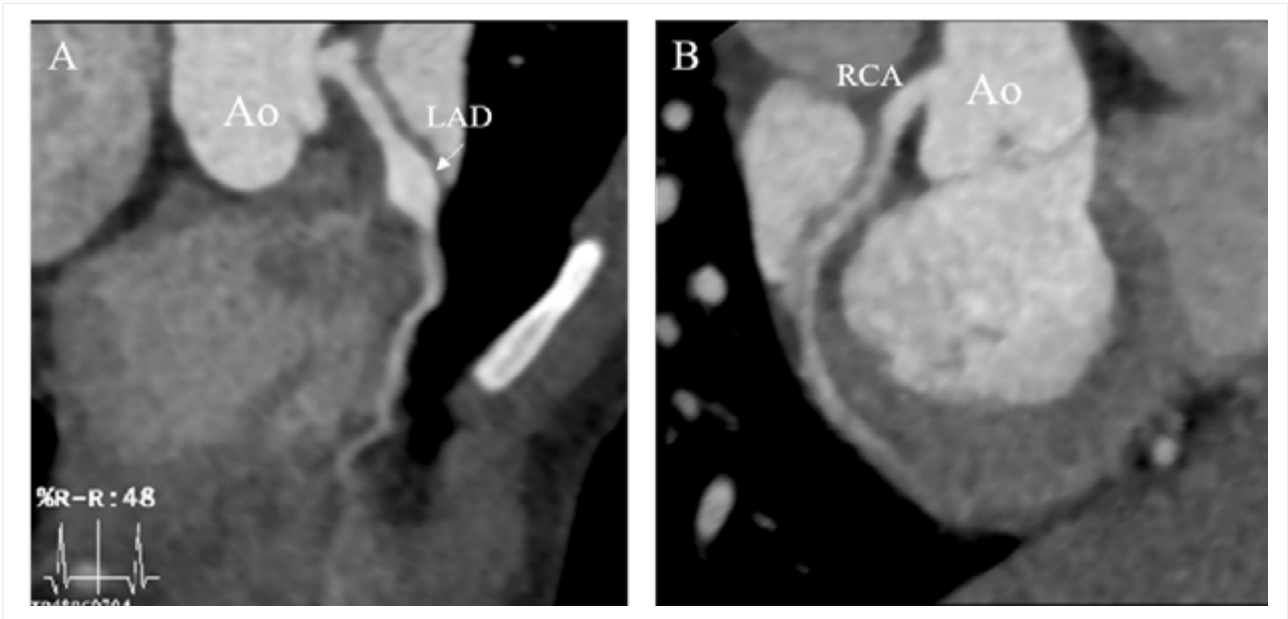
2년 후 심장 CT 추적관찰 검사. 다중 평면 재구성기법으로 재건한 A)좌측 주관상동맥에서 근위부 관상동맥류의 경도 호전이 보이나 중간 부분의 관상동맥류의 악화 및 그 원위부의 급격한 협착소견을 확인할 수 있었다. 향후 원위부의 혈전성 폐쇄에 유의하며 추적 관찰하여야 하겠다. B) 혈전성 폐쇄를 보였던 우관상동맥의 혈류는 혈전 용해제 치료 이후 재관류되어 현재까지 잘 유지중이며, 근위부의 경도의 관상동맥류를 제외하고는 혈관의 크기는 정상화된 것을 확인하였다. 혈관 내 벽의 불규칙성 (irregularity) 등에 대해서 지속적인 추적관찰이 역시 필요하겠다.
